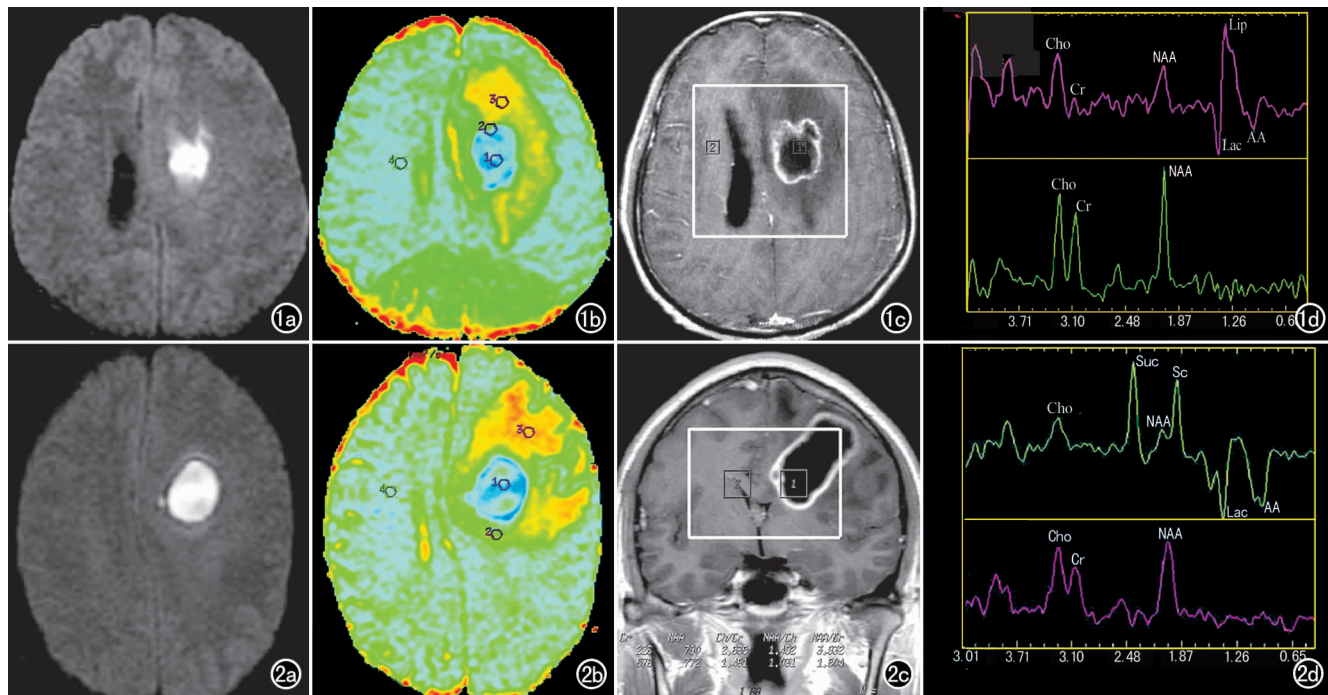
左侧侧脑室旁额叶白质内脑脓肿。a) DWI 示病灶呈高信号; b) ADC 图示脓腔内(ROI₁)的 ADC 值较对侧(ROI₂)的 ADC 值低; c) T₁WI 增强扫描上确定 MRS 取样区,脓腔内(ROI₁)和对侧正常组织(ROI₂); d) MRS 示脓腔内(ROI₁ 谱线)可见 AA 峰和 Lip/Lac 峰。图 2 左侧额叶脑脓肿。a) DWI 示病灶呈高信号; b) ADC 图示脓腔内(ROI₁)的 ADC 值较对侧(ROI₂)的 ADC 值低; c) T₁WI 增强扫描上确定 MRS 取样区,脓腔内(ROI₁)和对侧正常组织(ROI₂); d) MRS 示脓腔内(ROI₁ 谱线)可见 AA 峰和 Lip/Lac 峰,还可见 Suc、Ac 峰。
